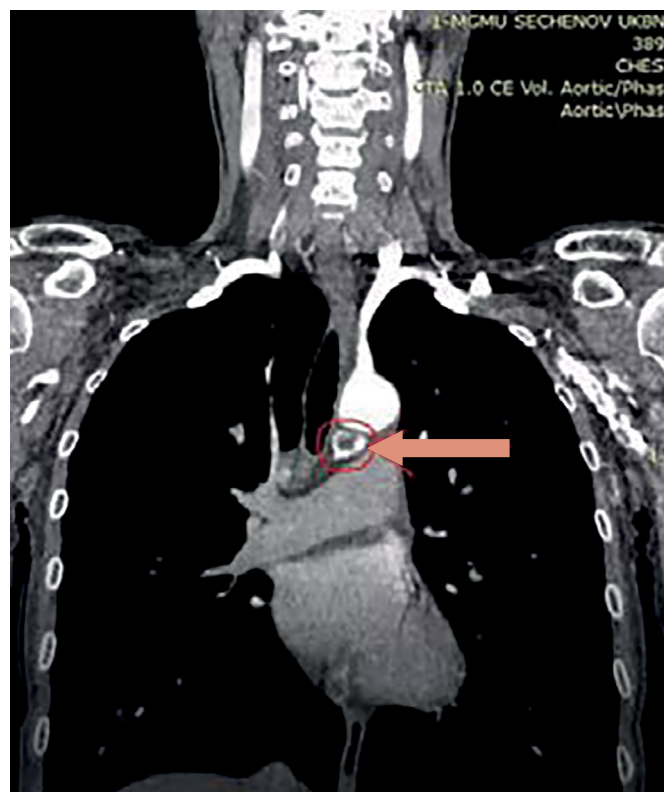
Томограмма, фронтальная проекция. Новообразование ОЩЖ указано стрелкой.
